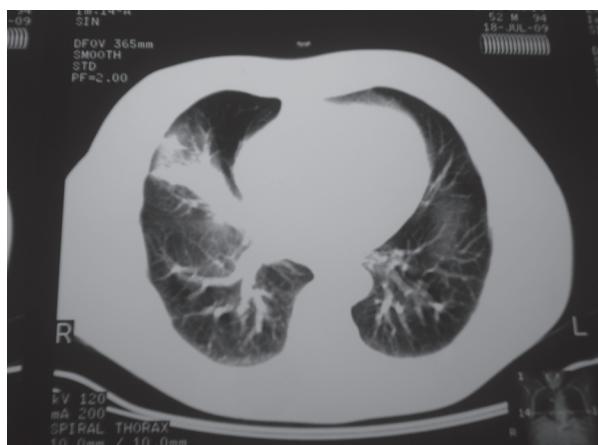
Tomografía axial computarizada: consolidación en proyección del segmento lateral del lóbulo medio.
